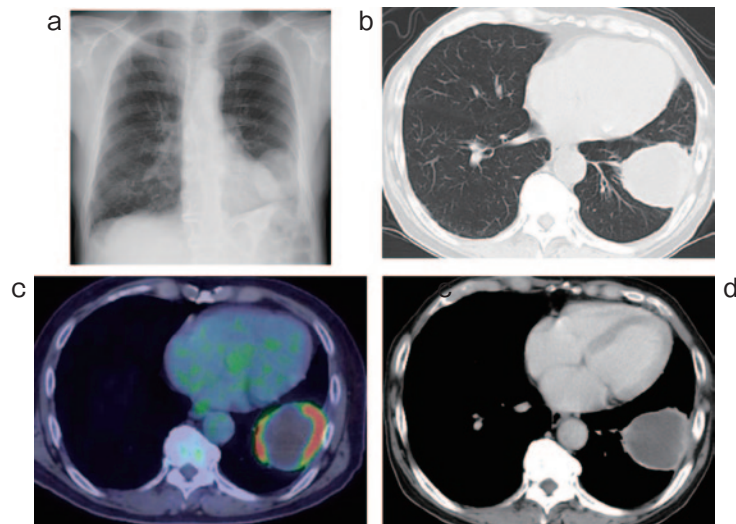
診断時の胸部X線写真と胸部造影CT, FDG-PET. (a) 胸部X線写真では、左下肺野に腫瘤影を認めた. (b, d) 胸部造影CTでは、左肺下葉に腫瘤性病変を認めた. (c) FDG-PETでは左肺下葉の腫瘤に著明な集積亢進を認めた.
